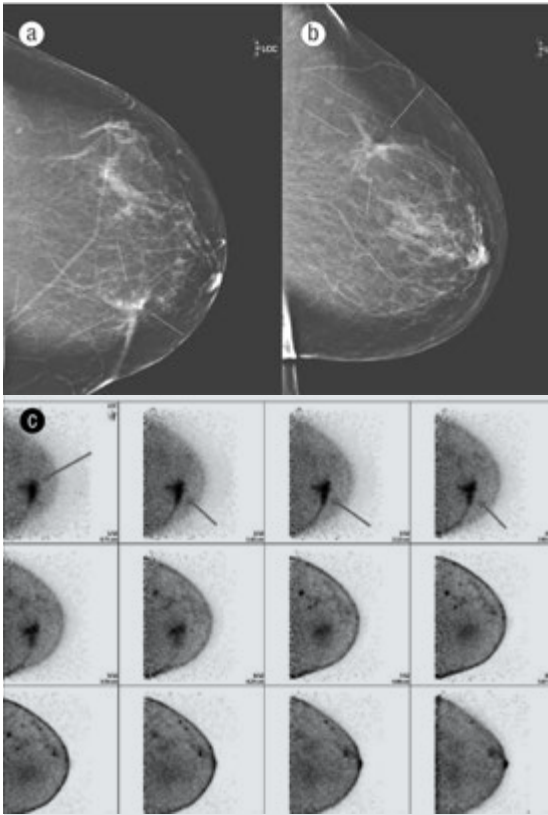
a y b) Mujer de 51 años de edad con antecedente de tumorectomía izquierda por Carcinoma Ductal *In Situ*, con cambios en el lecho quirúrgico visibles en la mamografía. c) Se somete a PEM, observándose una región de mayor absorción del radio trazador dentro del lecho quirúrgico. Aunque se consideró que esto reflejaba muy probablemente el cambio posquirúrgico, no se podía excluir la presencia de malignidad residual. Por lo tanto, la paciente fue sometida a biopsia guiada por ultrasonido, que demostró necrosis de grasa, fibrosis y tejido de granulación, sin evidencia de neoplasia residual.³
